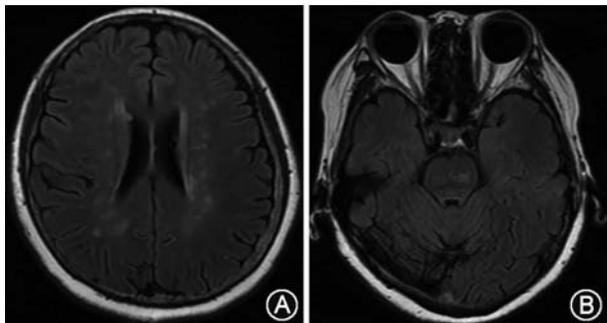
头部MRI:双侧脑室旁及桥脑多发脑白质病变 A:双侧脑室;B:桥脑
